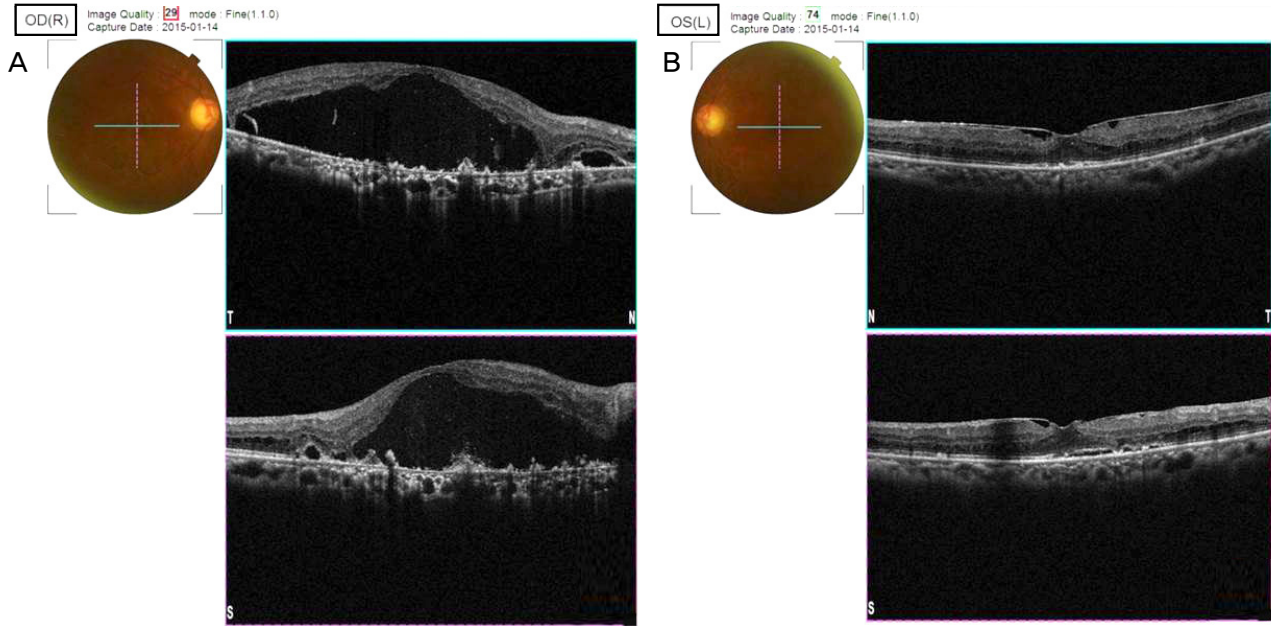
Optical coherence tomography (OCT) finding after the systemic chemotherapy. OCT shows decreased subretinal fluid and macular edema in the right eye (A) and the left eye (B). But, subretinal fluid and macular edema still remains. Subretinal fibrin accumulation or choroid neovascularization are not detected due to serous retinal detachment. OCT shows atrophy of the retinal pigment epithelium on the macula and decrease in outer neuro-retina layer thickness. OD = oculus dexter; OS = oculus sinister; R = right; L = left; T = temporal; N = nasal; S = superior.
